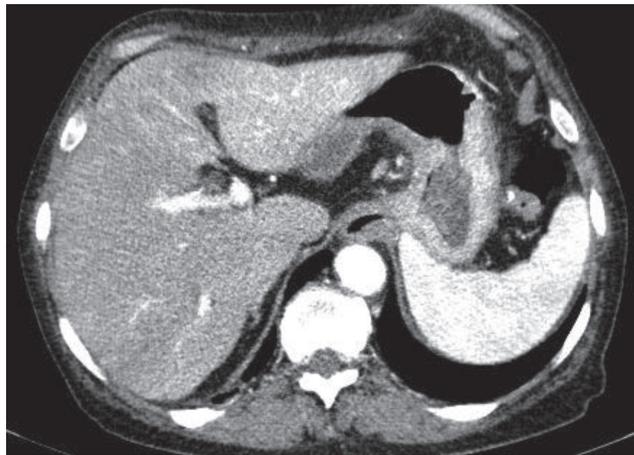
Компьютерная томография брюшной полости больного Д. на уровне ножек диафрагмы. Инфильтрация стенок проксимального отдела желудка и дистальных сегментов пищевода
